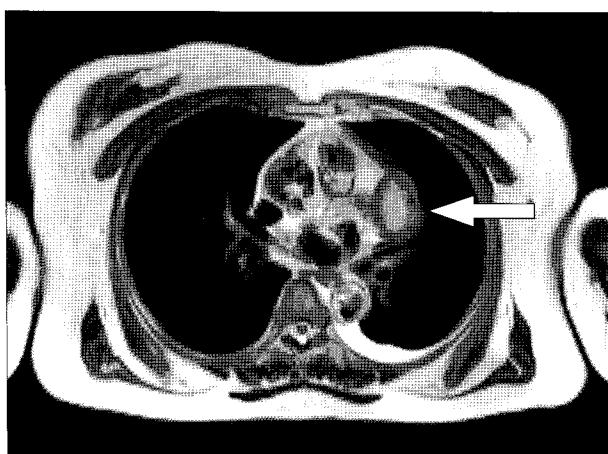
Preop chest MRI. It suggests that the middle mediastinal mass would be infected pericardial cyst.
